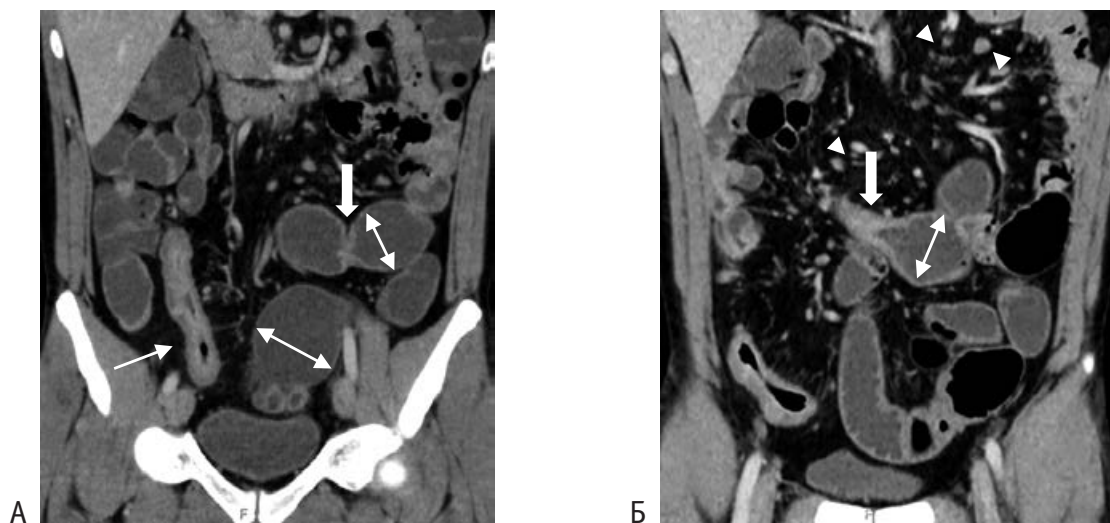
КТ-энтерограмма с ретроградным заполнением тонкой кишки водой в условиях внутривенного контрастирования больного Г. (И/б № 5535/17). А и Б – участок фибро-воспалительного сужения (тонкая стрелка) и короткие стриктуры (толстые стрелки); неравномерное расширение просвета тонкой кишки (двойные стрелки); мезентериальная лимфаденопатия (головки стрелок).
